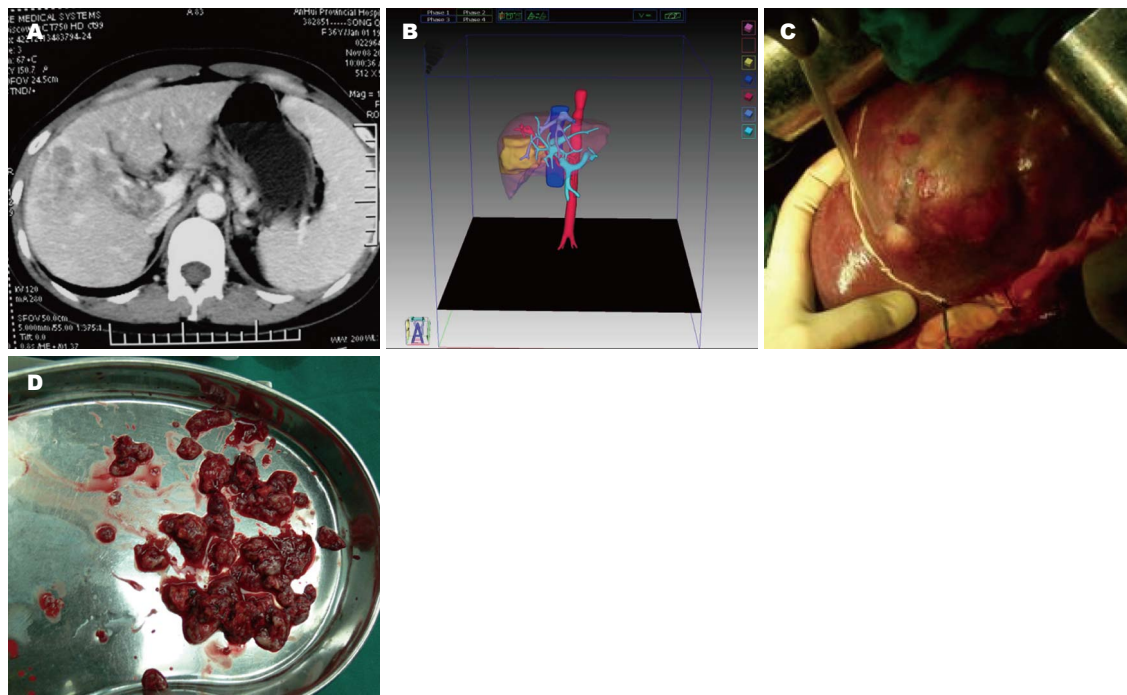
肝中叶肿瘤精准切除影像资料。A: 术前CT检查; B: 三维重建显示病灶体积以及病灶与肝静脉、门静脉之间的关系; C: 术中病灶位置; D: 术中取出癌栓。
